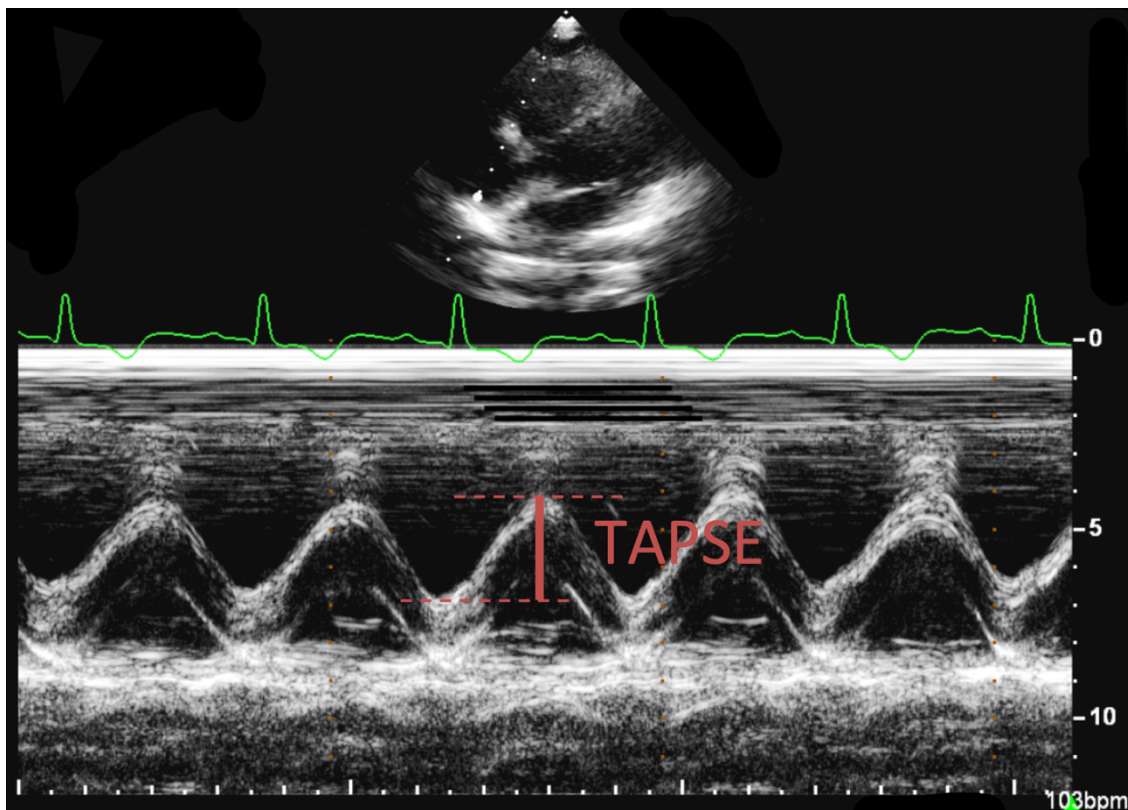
Messung der TAPSE in der M-Mode Echokardiographie bei einer Herzfrequenz von 103 bpm. Die gestrichelten Linien demonstrieren als Hilfslinien den Messbereich. Bpm: Beats per minute/Schläge pro Minute
